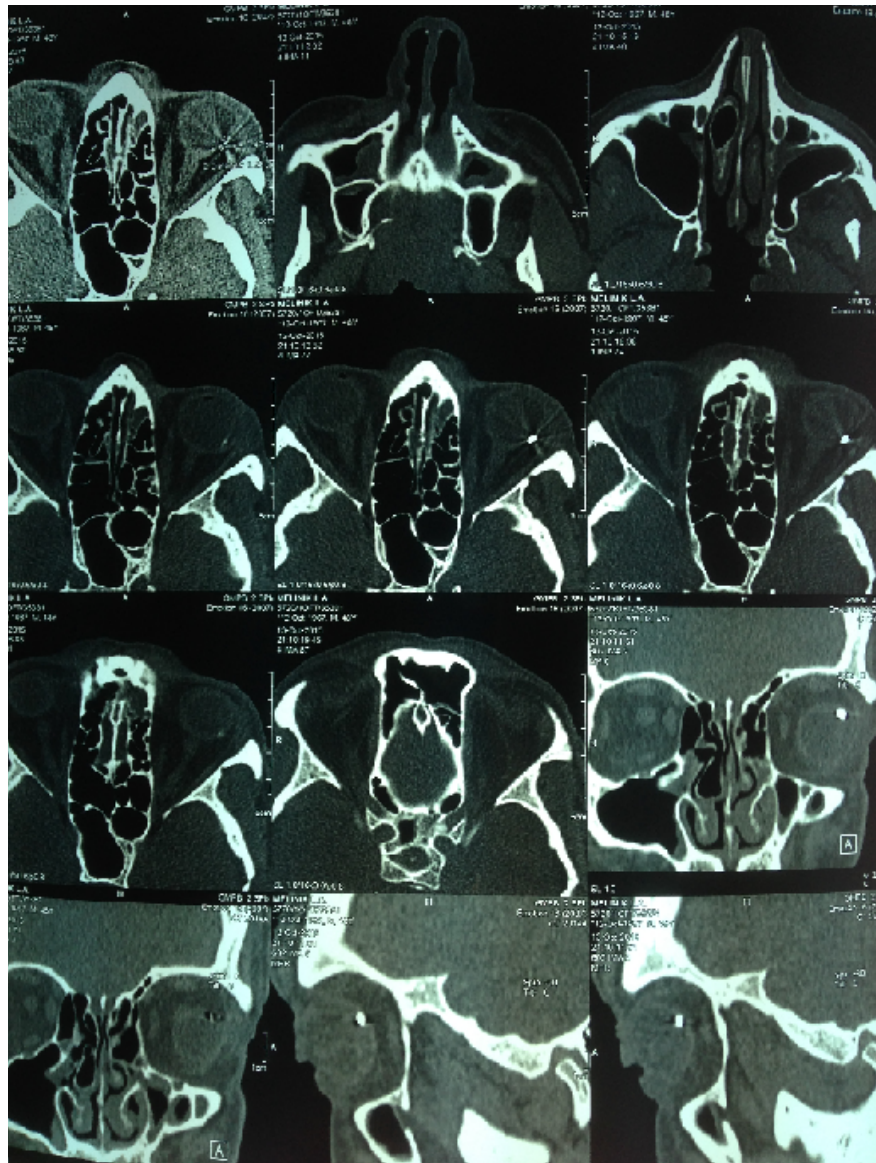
Определение локализации ВГИТ с помощью компьютерной томографии.
